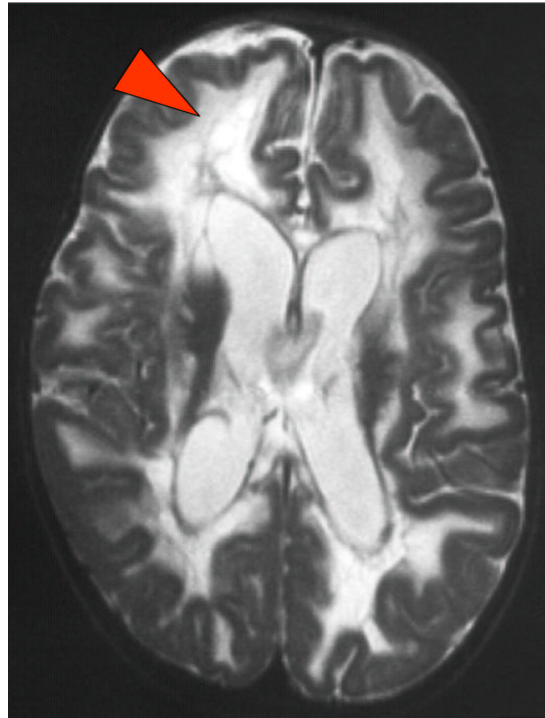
Im T<sub>2</sub> – gewichteten Bild der kraniellen Kernspintomographie der Indexpatientin (D.II.1) erkennt man ausgedehnte leukodystrophe Veränderungen mit konsekutiver Erweiterung beider Seitenventrikel. Im rechten Frontallappen sieht man eine makrozystische Degeneration (roter Pfeil) der weißen Substanz.
